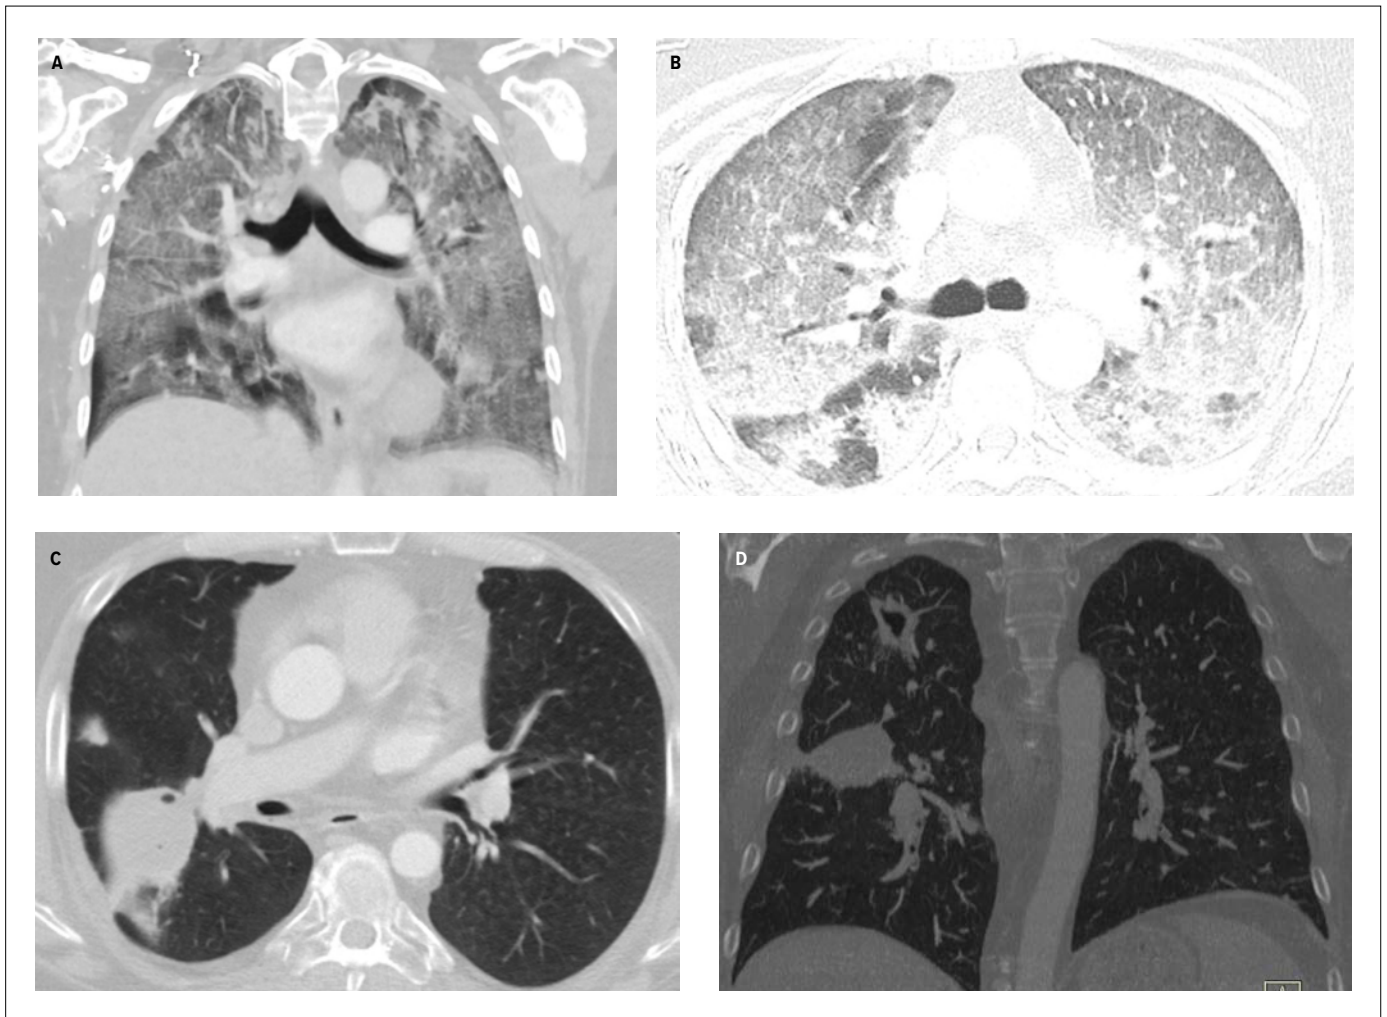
Infektiöse respiratorische Erkrankungen bei immundefizienten Patienten. A) und B): *Pneumocystis-jirovecii*-Pneumonie; koronale und axiale CT-Bilder des Thorax: bilateral ausgedehnte milchglasartige Verdichtungen sowie verdickte Septen und noduläre Veränderungen mit teilweise „Crazy paving“-Muster im Rahmen der *Pneumocystis-jirovecii*-Pneumonie. C) und D): Koronale und axiale CT-Bilder des Thorax demonstrieren kavitierte Läsionen der rechten Lunge im Rahmen einer akuten invasiven Aspergillose
